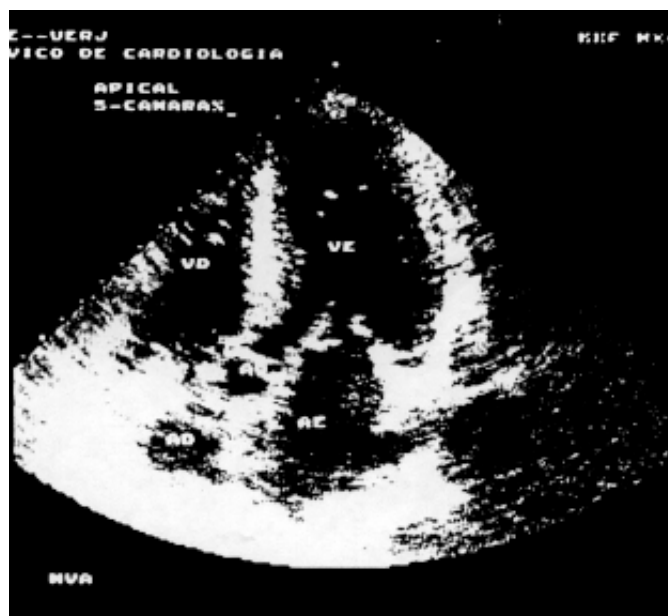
Ecocardiograma apical cinco câmaras mostrando hipertrofia septal e do septo interventricular.
